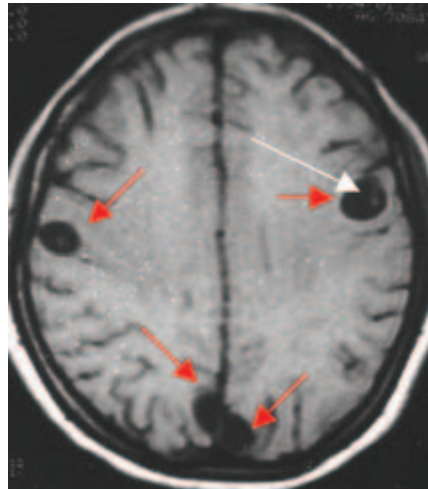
Quiste vesicular con escólex. RM: secuencia T1. Se observan cuatro quistes hipointensos, dos en línea media parietal bilateral, otro en surco precentral derecho y otro en surco frontal superior izquierdo (flechas rojas). La flecha blanca señala el escólex (nódulo hiperintenso).
